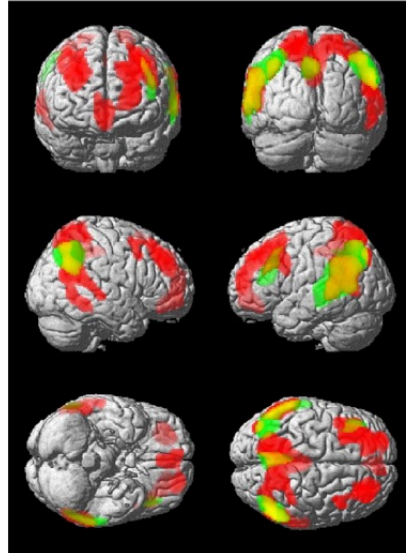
Comparación de las imágenes PIB-PET (rojo) con FDG-PET (verde). En amarillo se representa el área donde se solapan los mapas t de SPM [Shin et al., 2010].
